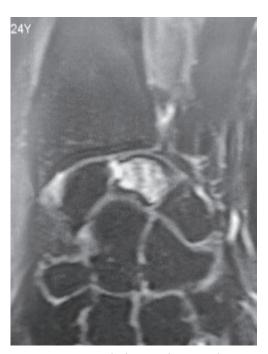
IRM mettant en évidence un hypersignal intra-osseux du lunatum.
